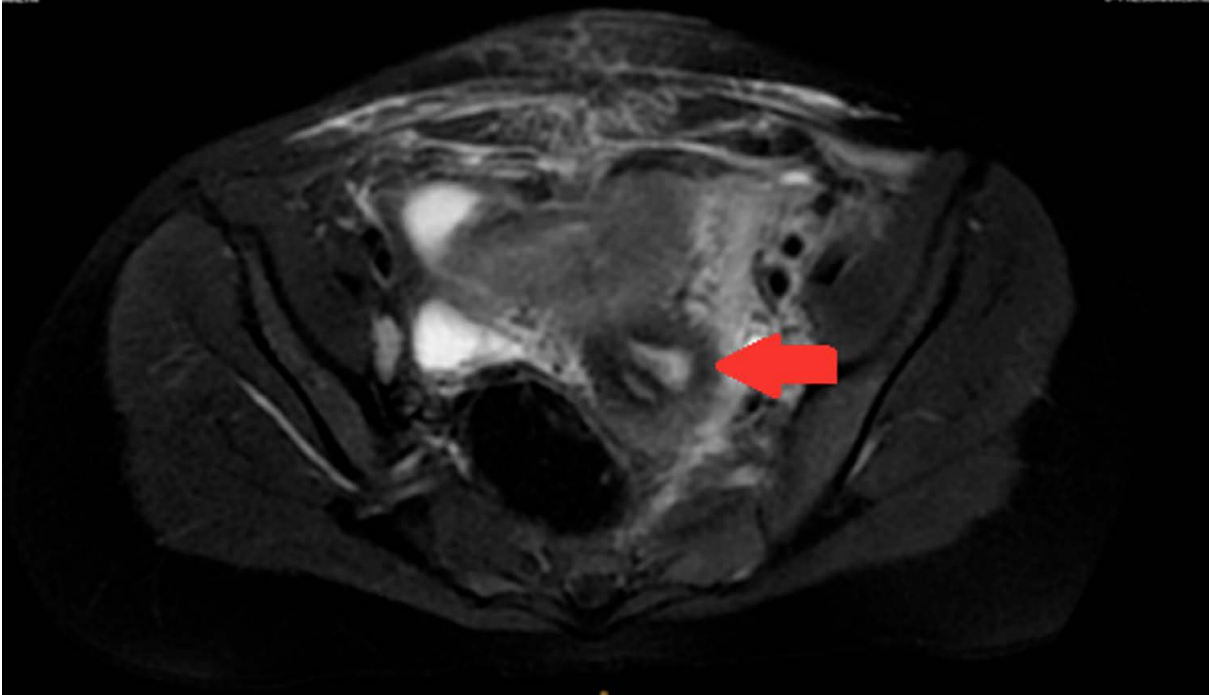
RMN imagen T1, se observa (flecha) dos cavidades uterinas completamente separadas, clasificado como útero bicorpóreo completo ESHRE/ESGE: U3b en paciente con SHWW.
